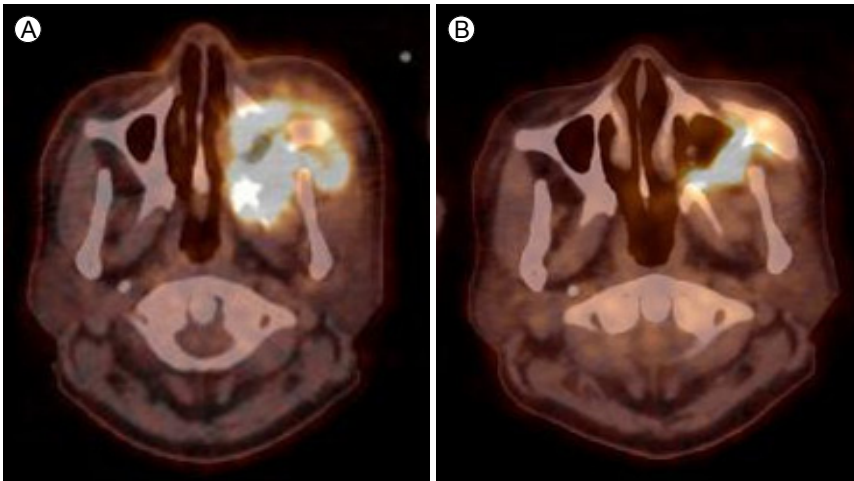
Serial PET CT images of the primary lesion show strong FDG uptake at the left maxillary sinus at diagnosis (A); the FDG uptake was decreased after the fourth chemotherapy cycle (B). PET, positron emission tomography; CT, computed tomography; FDG, fluorodeoxyglucose.
